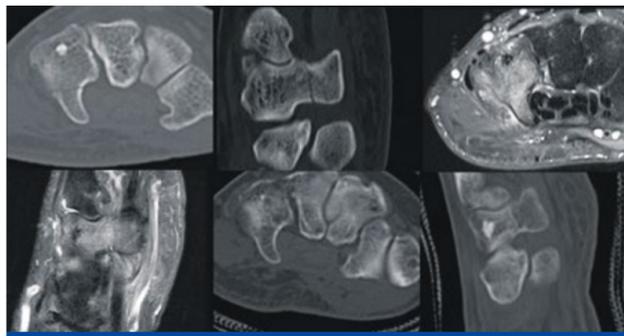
Abrissfraktur des Hamulus ossis hamati, im CT (a) und (b) mit Darstellung der Frakturlinie und im MRT (c) und (d) mit Nachweis des Knochenmarködems und der umgebenden Weichteilreaktion (Pfeile). Nach vier Monaten konservativer Therapie mit Gipsruhigstellung Restitutio ad integrum (e) und (f).
